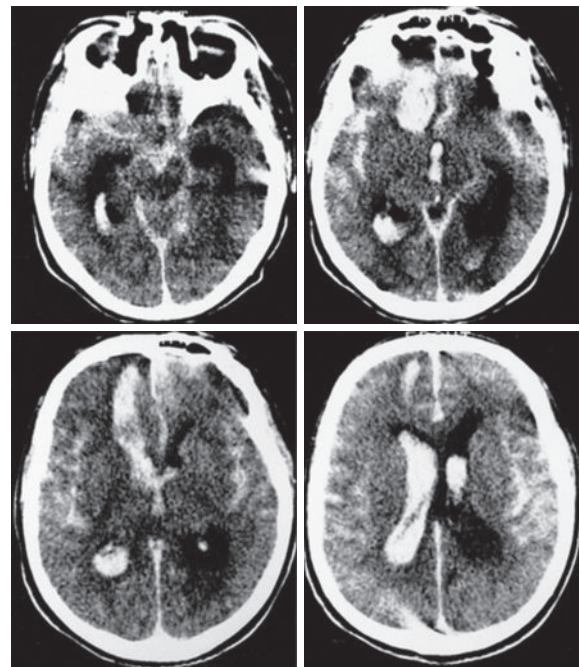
Aneurysmal subarachnoid hemorrhage with ventricular and intracerebral hemorrhages. Admission computed tomography image of a 53-year-old man with a ruptured anterior communicating aneurysm. Dr. Miller Fisher categorized these computed tomography images as grade 3 [reproduced from reference 11 with permission].
